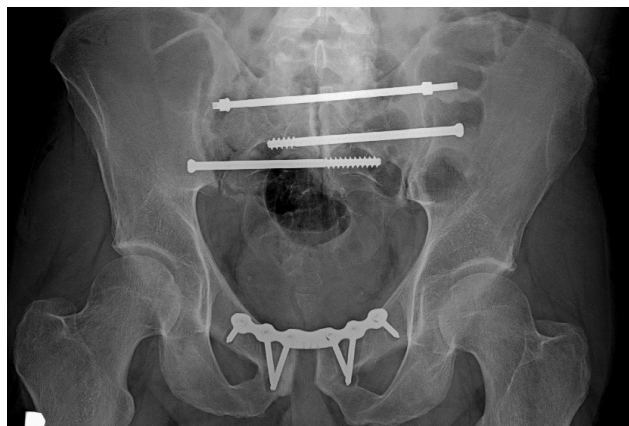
Obrazová dokumentace pacienta s pakloubem sakra; a – CT scan v úrovni S1; b – 3 D CT rekonstrukce s rozevíráním dolní části pakloubu; c – rtg a-p snímek, rozstup symfýzy s resorpcí kosti v okolí šroubů dlahy jako známkou nestability.
